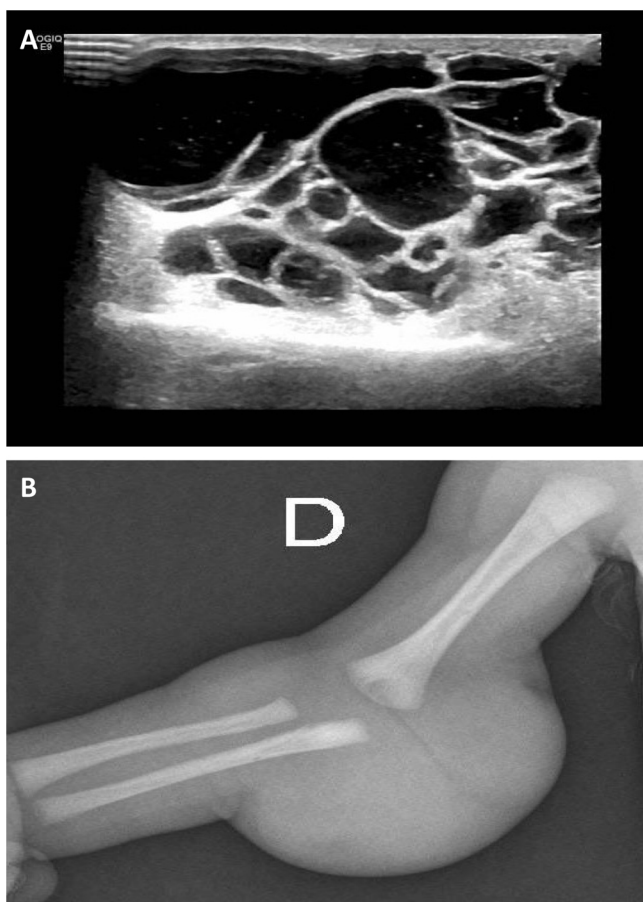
Ecografía y radiografía de la lesión.
